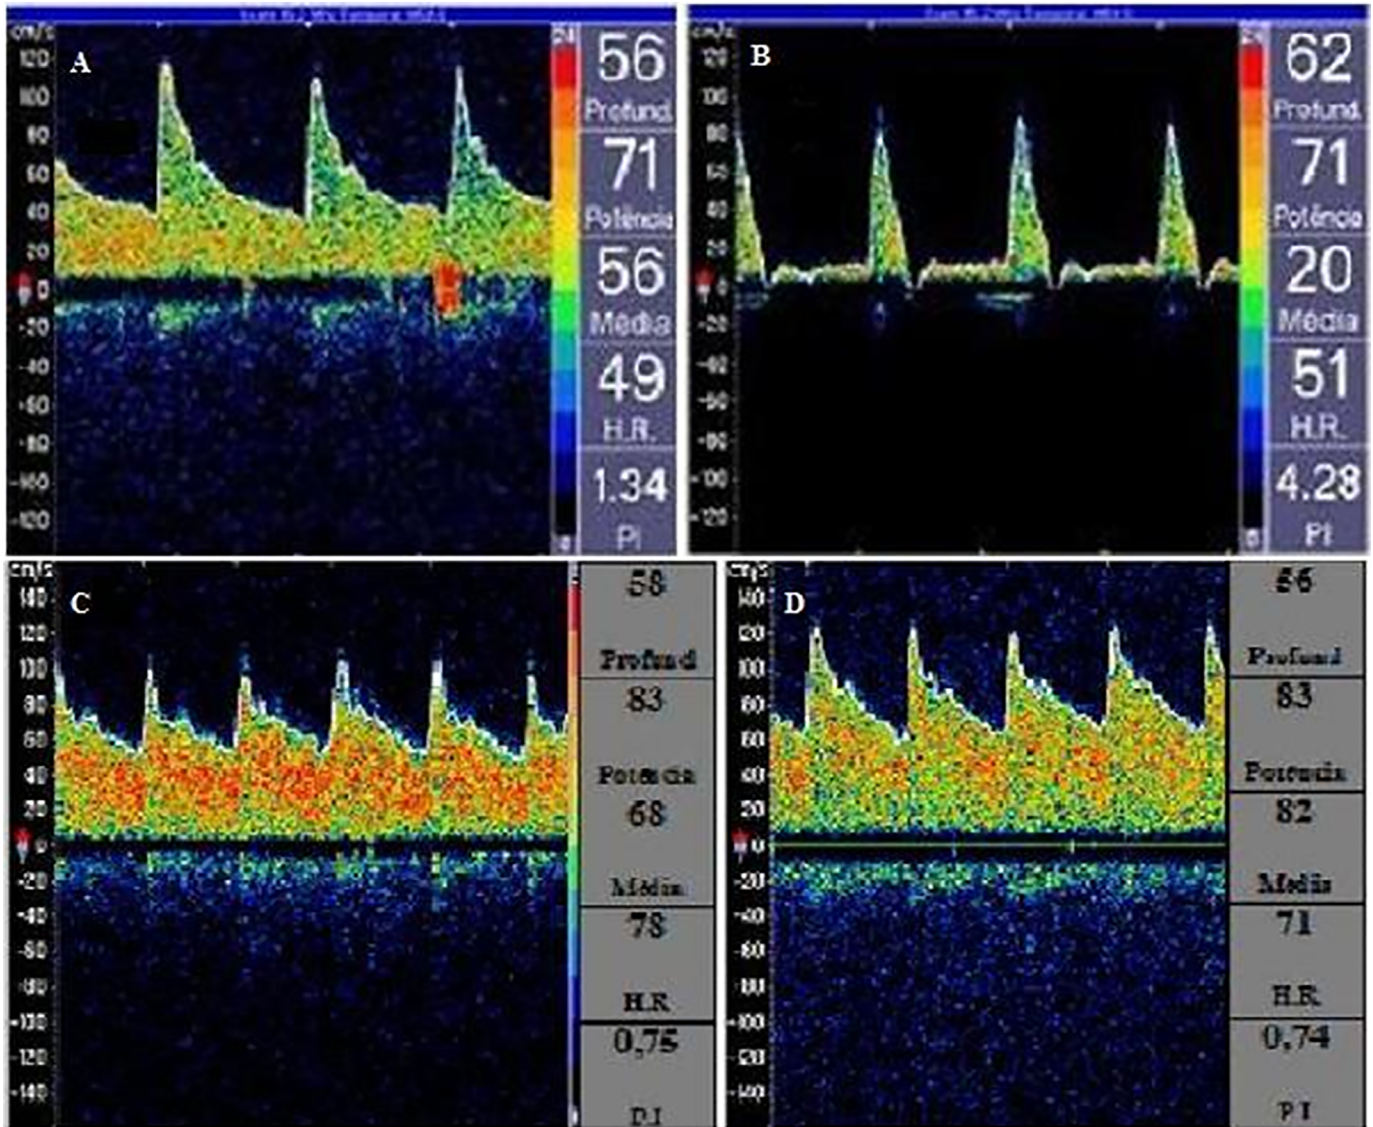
Doppler transcraniano. (A) Aumento da resistência vascular cerebral e do índice de pulsabilidade com ondas de pico. (B) Manobra na veia jugular provocando aumento no índice resistivo. (C e D) Melhora das ondas de fluxo após o tratamento.
